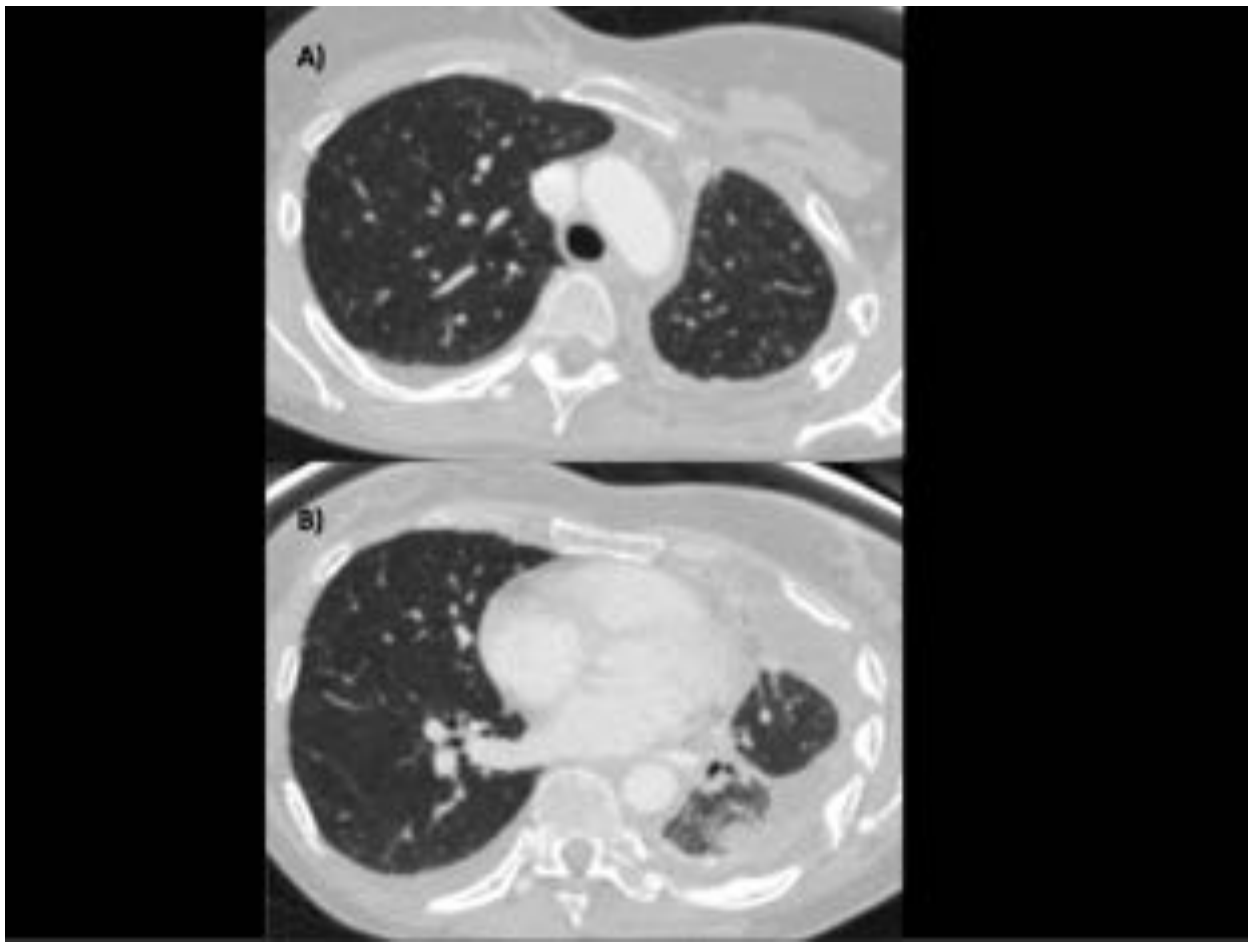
TC torácico con contraste intravenoso de la misma paciente que en la figura 4 y 5, realizado 12 semanas posterior al tratamiento con Crizotinib. Cortes axiales a nivel del cayado aórtico (A) y cavidades cardíacas (B). Tendencia a la disminución tanto en número como en tamaño de los nódulos pulmonares bilaterales con discreta mejora de la aireación del hemitórax izquierdo.
